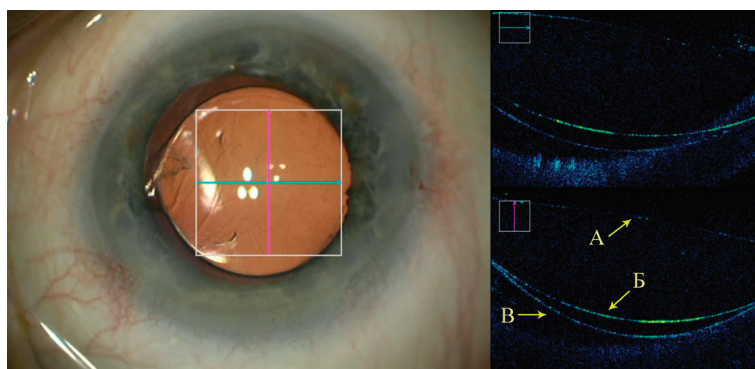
Интраоперационная оптическая когерентная томограмма и биомикроскопическая картина после факэмульсификации с ультразвуковой аспирацией кортикальных масс: А — передняя поверхность интраокулярной линзы, Б — задняя поверхность интраокулярной линзы, В — задняя капсула хрусталика
